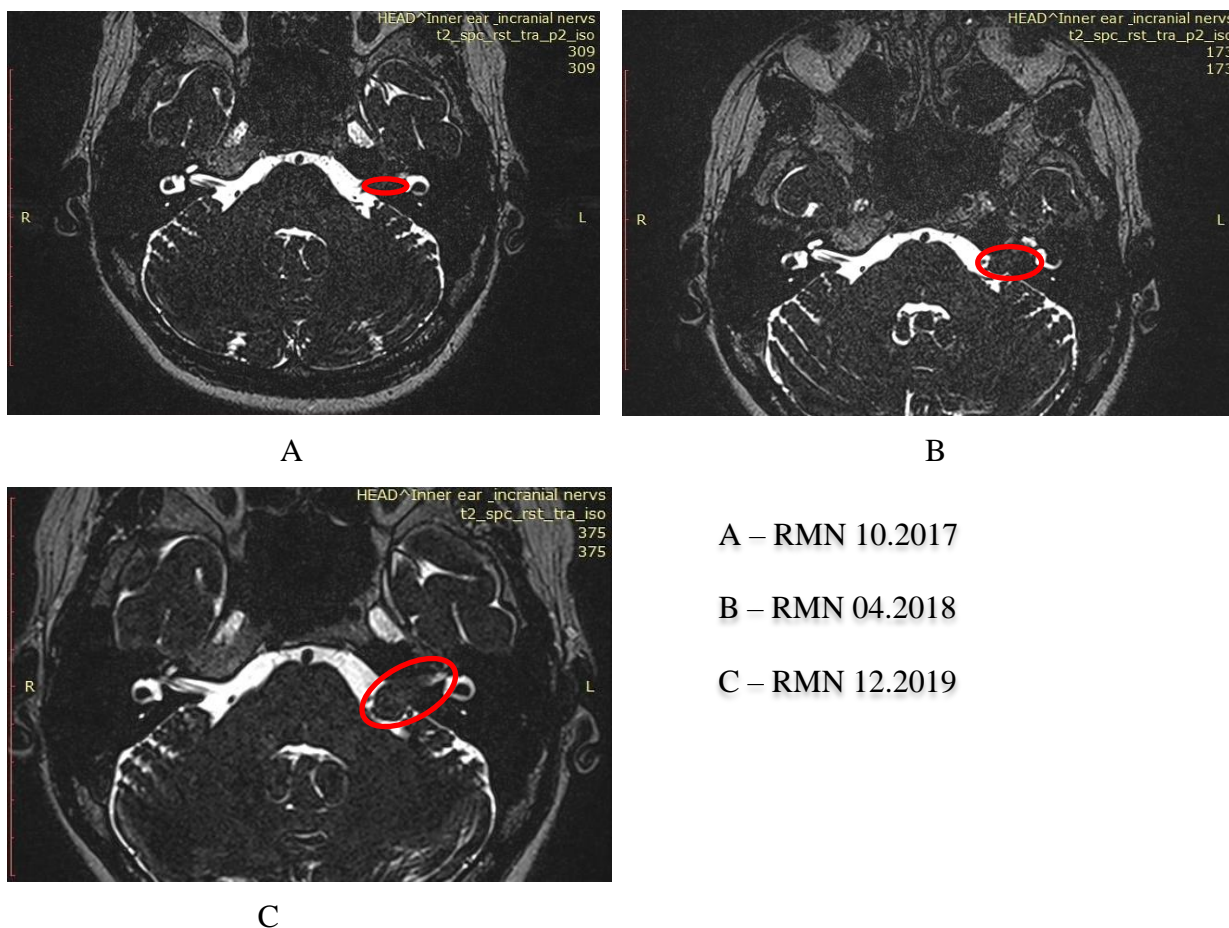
Imaginile RMN în regim T2 la o pacientă din lotul 2 de studiu, diagnosticată cu VS pe stânga, la care a fost stabilită creșterea tumorală.
